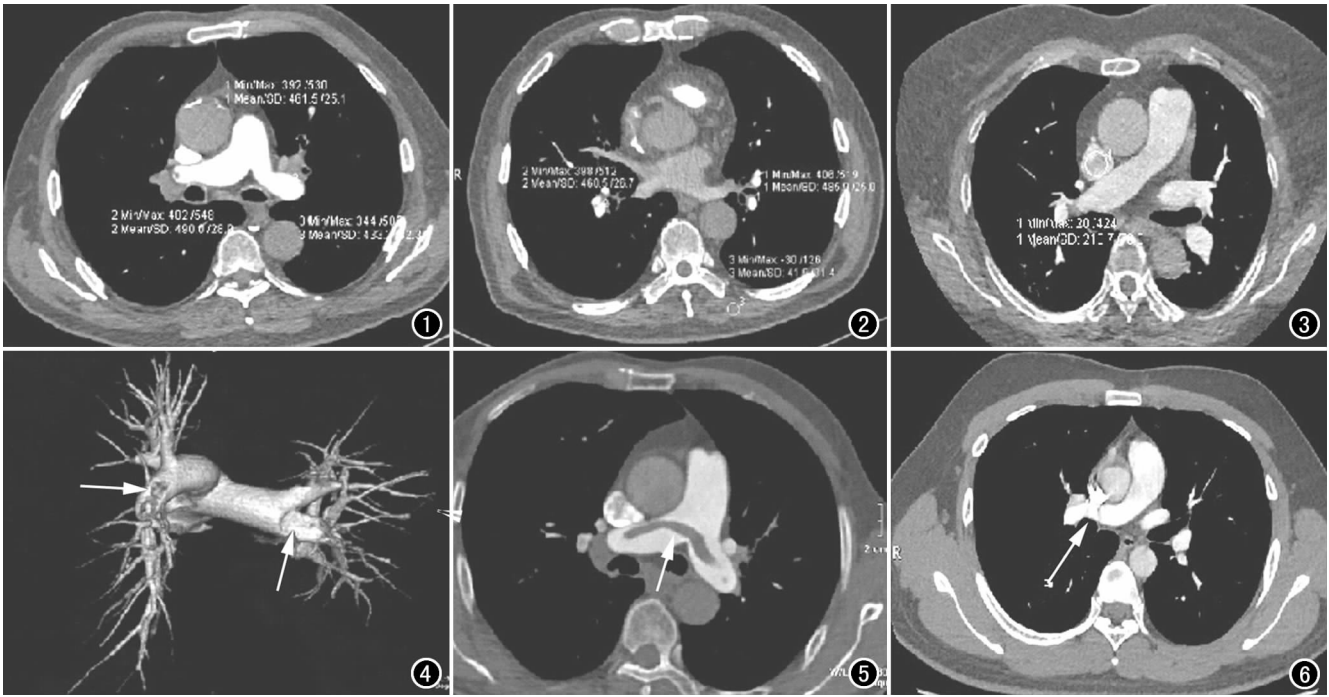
肺动脉主干 CT 值 461.5 HU、SD 值 25.1(1);右肺动脉 CT 值 490.0 HU、SD 值 28.9(2);左肺动脉 CT 值 433.2 HU、SD 值 32.3(3)。图 2 左下肺基底支 CT 值 485.9 HU、SD 值 25.0(1);右下肺基底支 CT 值 460.5 HU、SD 值 26.7(2);背部肌肉 CT 值 41.9 HU、SD 值 31.4(3)。图 3 上腔静脉 CT 值 210.7 HU(1)。图 4 VR 图示多发肺动脉栓塞,肺动脉充盈缺损(箭),右下肺动脉缺血、少支。图 5 MPR 图示低密度影(箭)骑跨左、右肺动脉血栓。图 6 上腔静脉条纹状硬化伪影放射至右肺动脉(箭),影响诊断。
